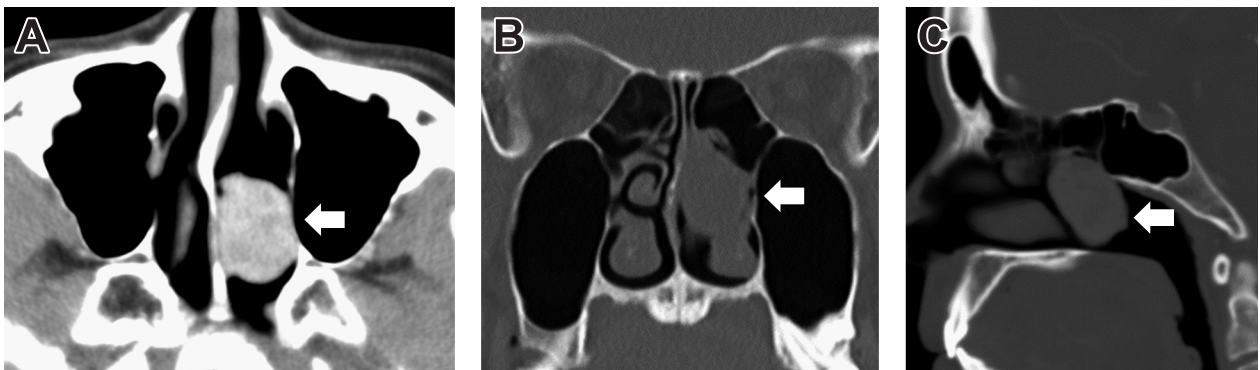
副鼻腔造影CT所見(A:軸位断, B:骨条件冠状断, C:骨条件矢状断)
